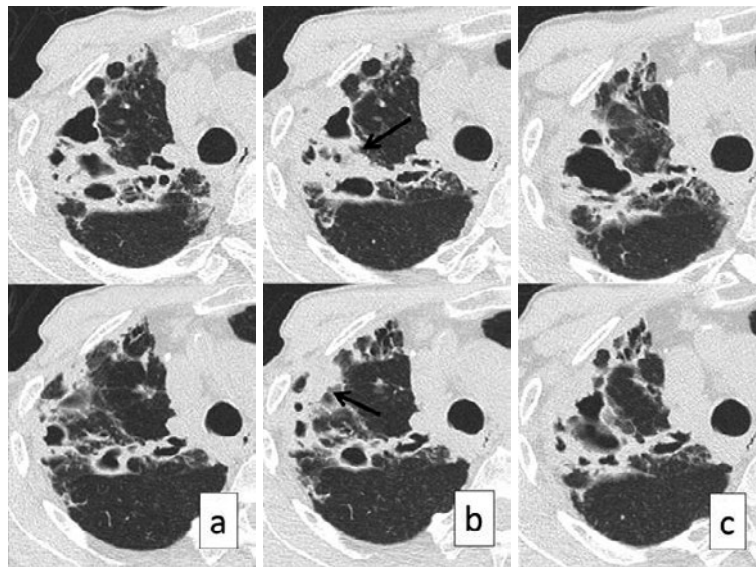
Chest CT findings. (a) had been scanned 5 months before (b). (b), scanned the day treatment was finished, showed that the walls of cavitory lesions had become thick (arrows) in spite of the treatment with isoniazid, rifampicin, and ethambutol. (c), scanned 16 months after (b), showed that the cavity walls had not become thicker, though the cavity had expanded.
